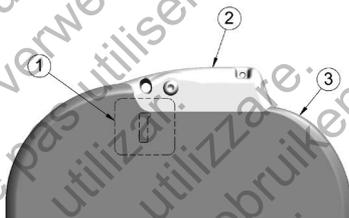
Position der Röntgen-ID; 1: Position der Röntgen-Kennung, 2: Anschlussblock, 3: Aggregat-Gehäuse
